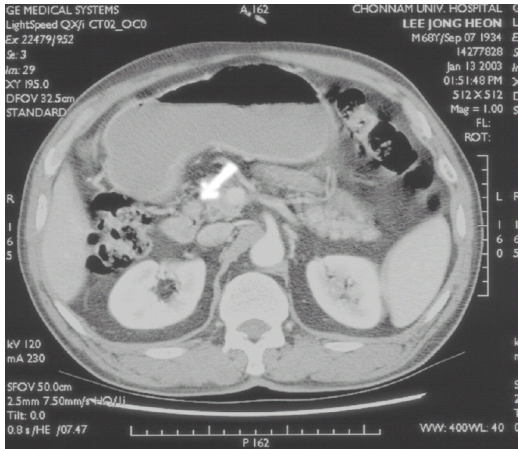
Abdominal CT scan: 1cm sized nodular density between 2nd portion of duodenum and pancreatic head portion (see arrow)
